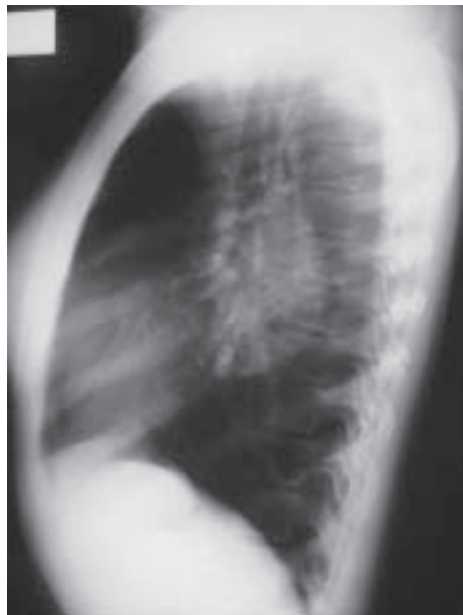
Radiografia de tórax demonstrando massa mediastinal à direita
